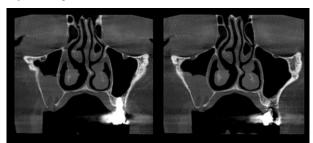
Tomografia computadorizada dos seios maxilares evidenciando conteúdo intrassinusal e CBS do lado direito.
